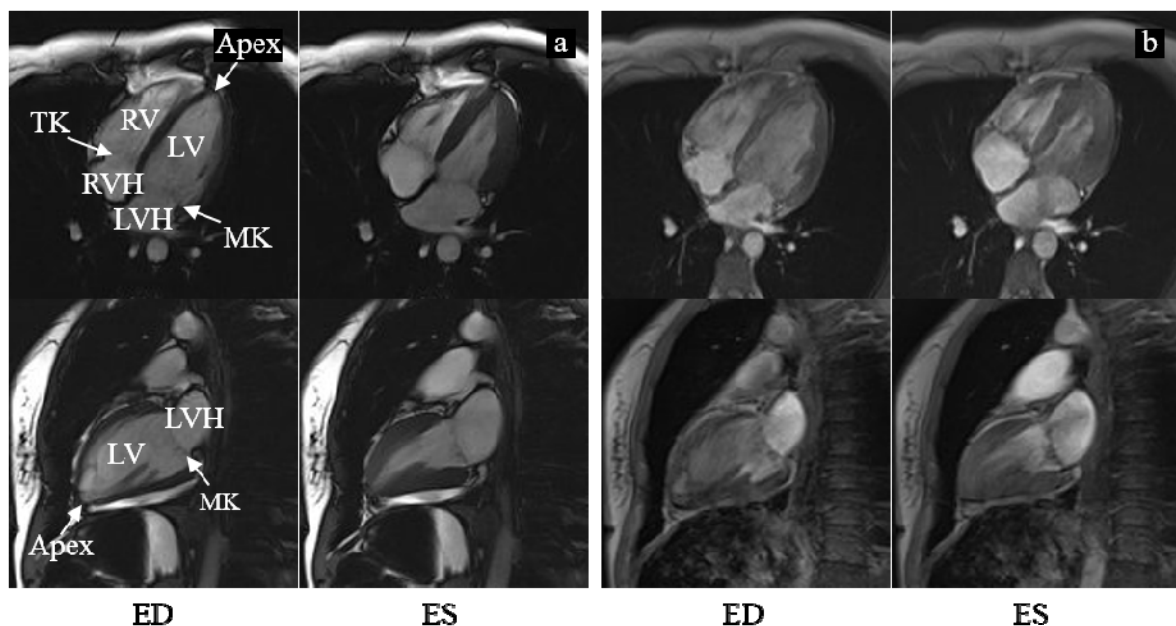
Enddiastolische (ED) und endsystolische (ES) SSFP- (a) und FLASH- (b) Schnittbilder des linken Ventrikels in Langachsenorientierung. Im 4-Kammerblick (oben) kommen alle vier Herzkammern, der linke Ventrikel (LV), der rechte Ventrikel (RV), der linke Vorhof (LVH) und der rechte Vorhof (RVH), die Mitralklappe (MK) sowie die Trikuspidalklappe (TK) zur Darstellung. Der linksventrikuläre 2-Kammerblick (unten) zeigt den LV und den LVH zusammen mit der MK. Herz-MRT Aufnahmen (1.5T Magnetom Sonata, Siemens) eines gesunden Probanden. Universitätsklinik für Radiologie, Allgemeine Radiologische Diagnostik, Medizinische Universität Graz.
